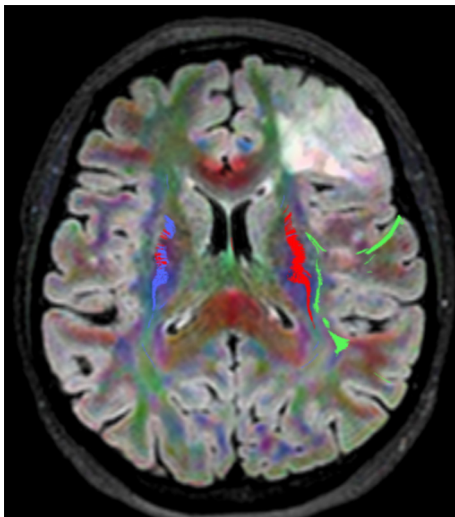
МРТ-трактографія. Внутрішньомозкова пухлина лівої лобової частки (гістологічно – анапластична олігоastroцитом, Gr III). Зелений колір – дугоподібний пучок (fasciculus arcuatus, пучок Рейля), червоний – кортико-спінальний тракт (власне спостереження)
